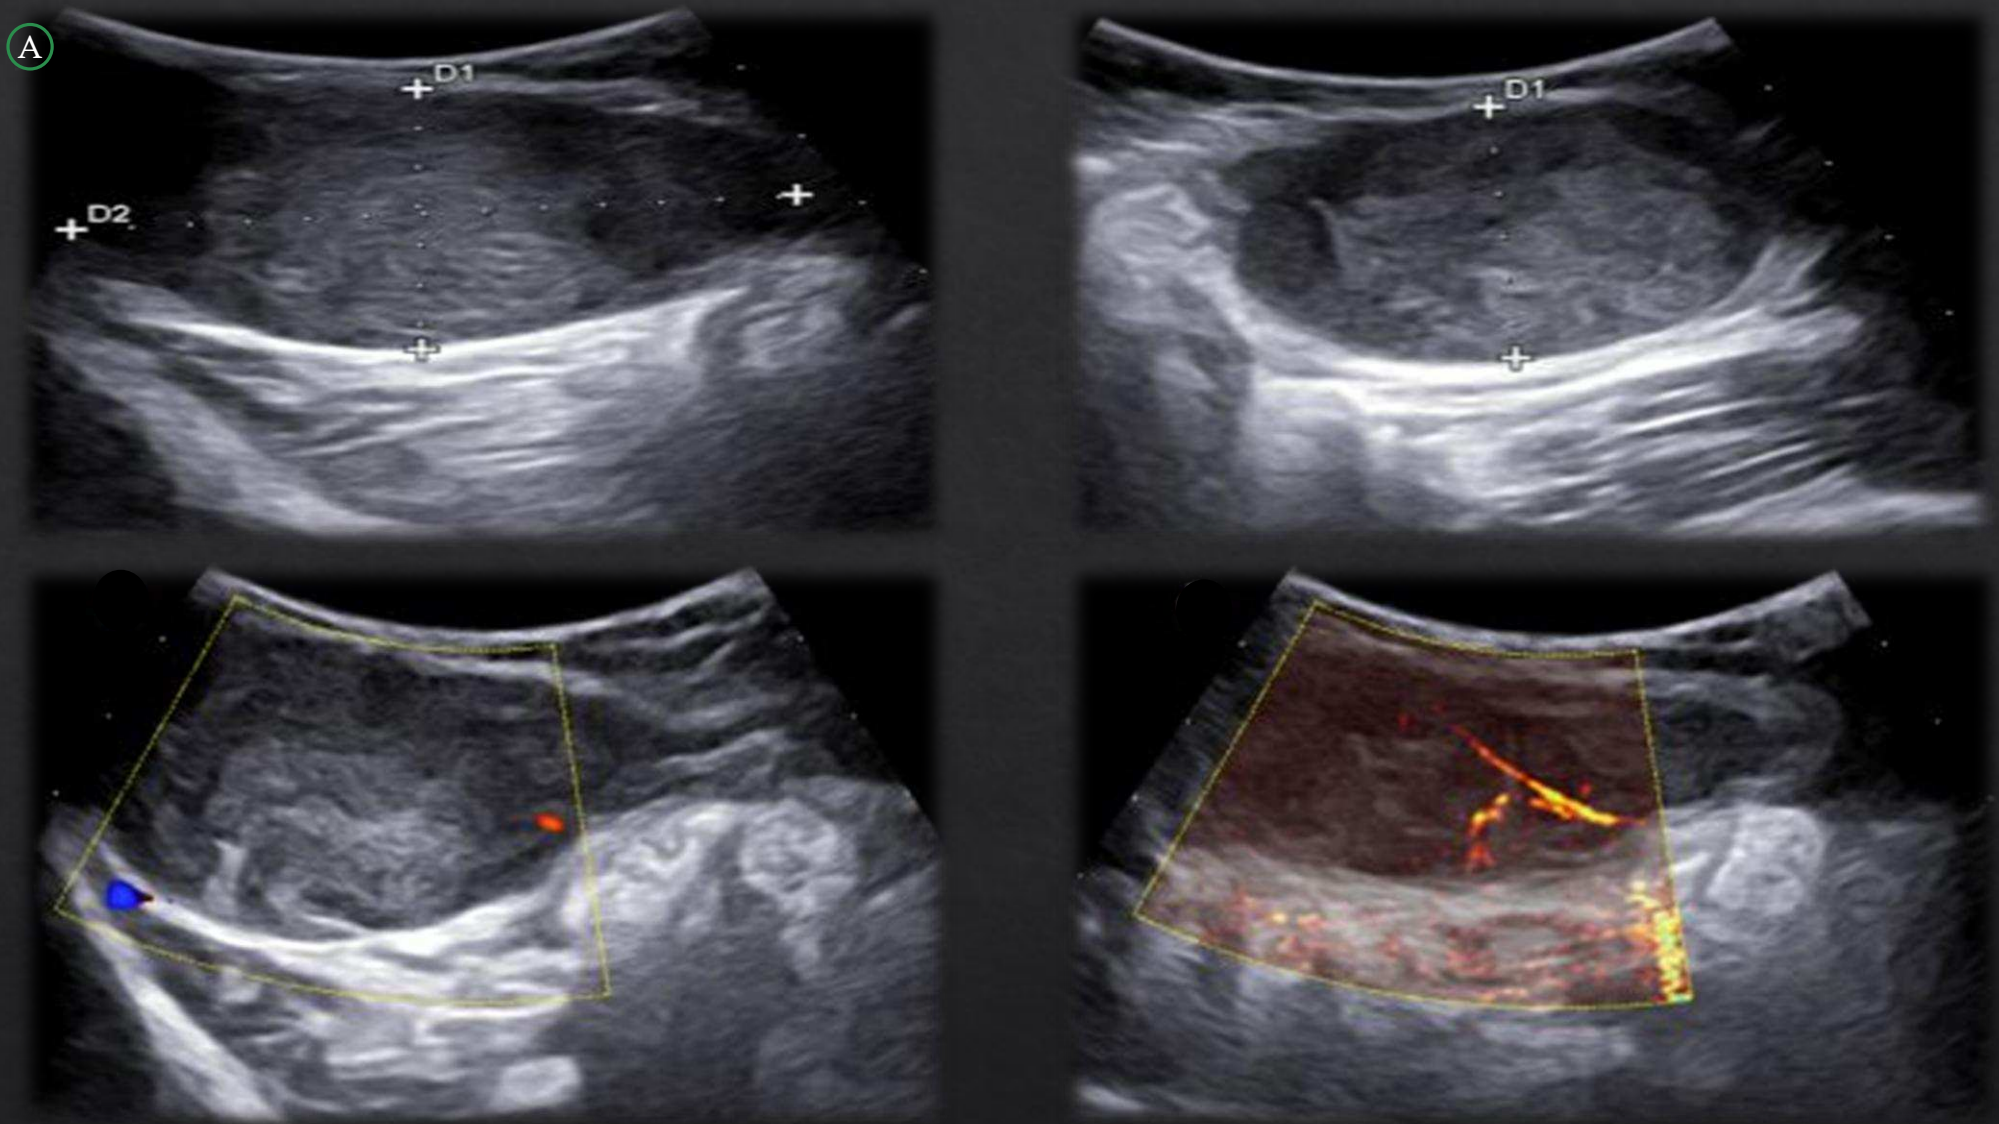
Caso 1. A: US corte longitudinal y axial con modo Doppler y microflujo. Lesión ovalada bien delimitada hipoeoica y heterogénea, que depende de la musculatura oblicua derecha. Presenta pobre vascularización peri e intralesional.
